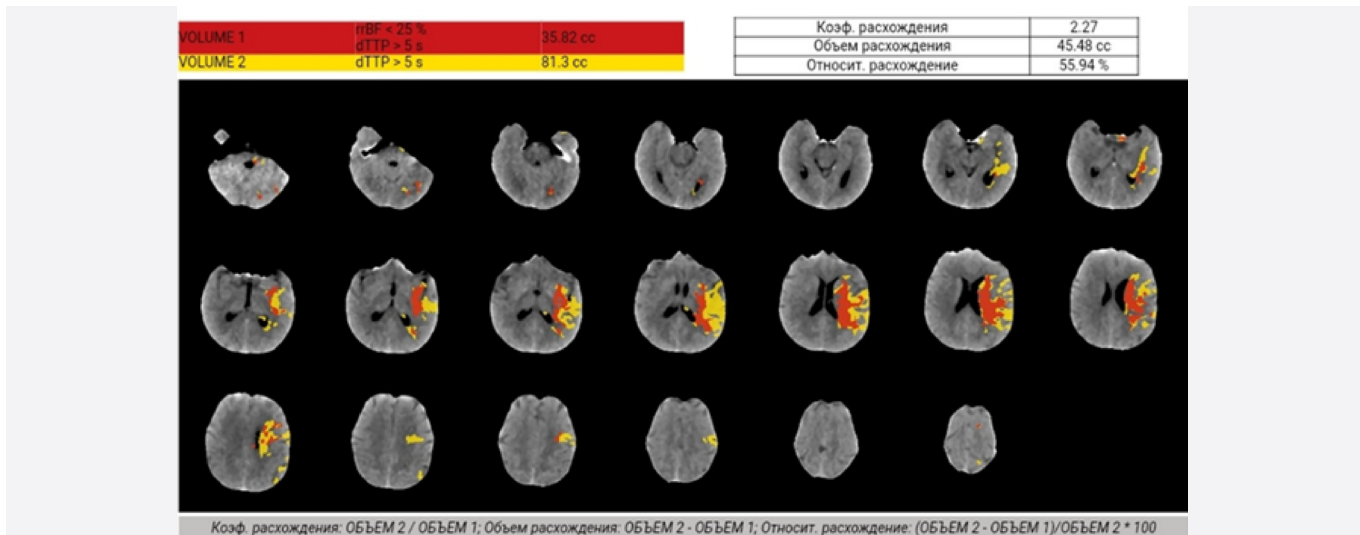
КТ-перфузии того же пациента: объем ядра – 35,82 мл (красный цвет), объем пенумбры – 81,3 мл (желтый цвет), соотношение ядро/пенумбра – 1:2,27
